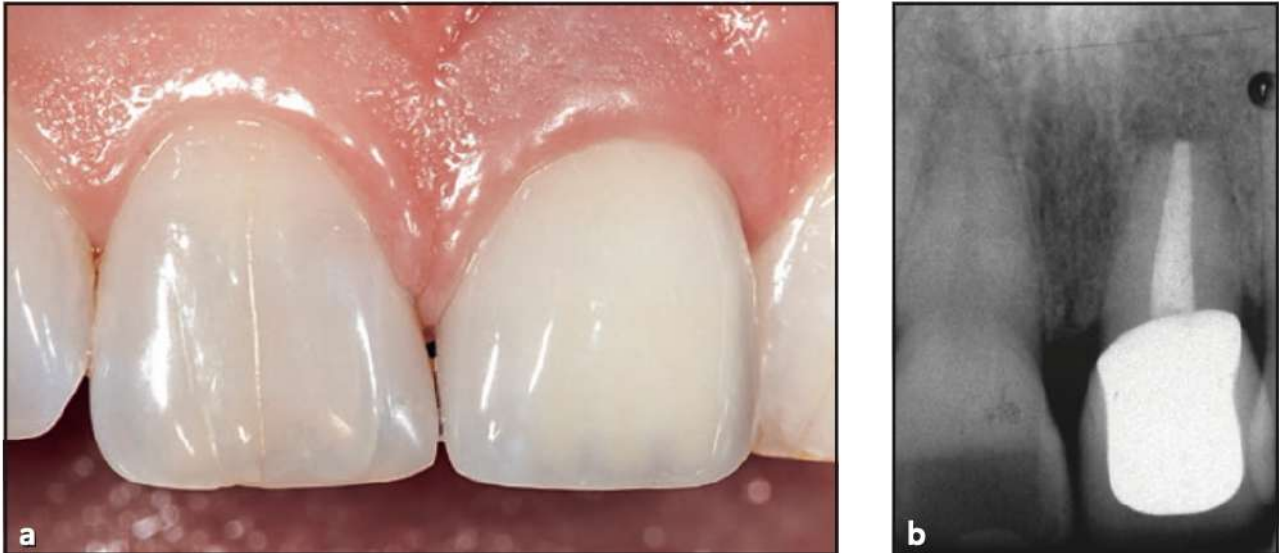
(a) Frontal view of the clinical situation before the extraction of tooth 21 (FDI system). (b) Radiograph taken before implant placement.
